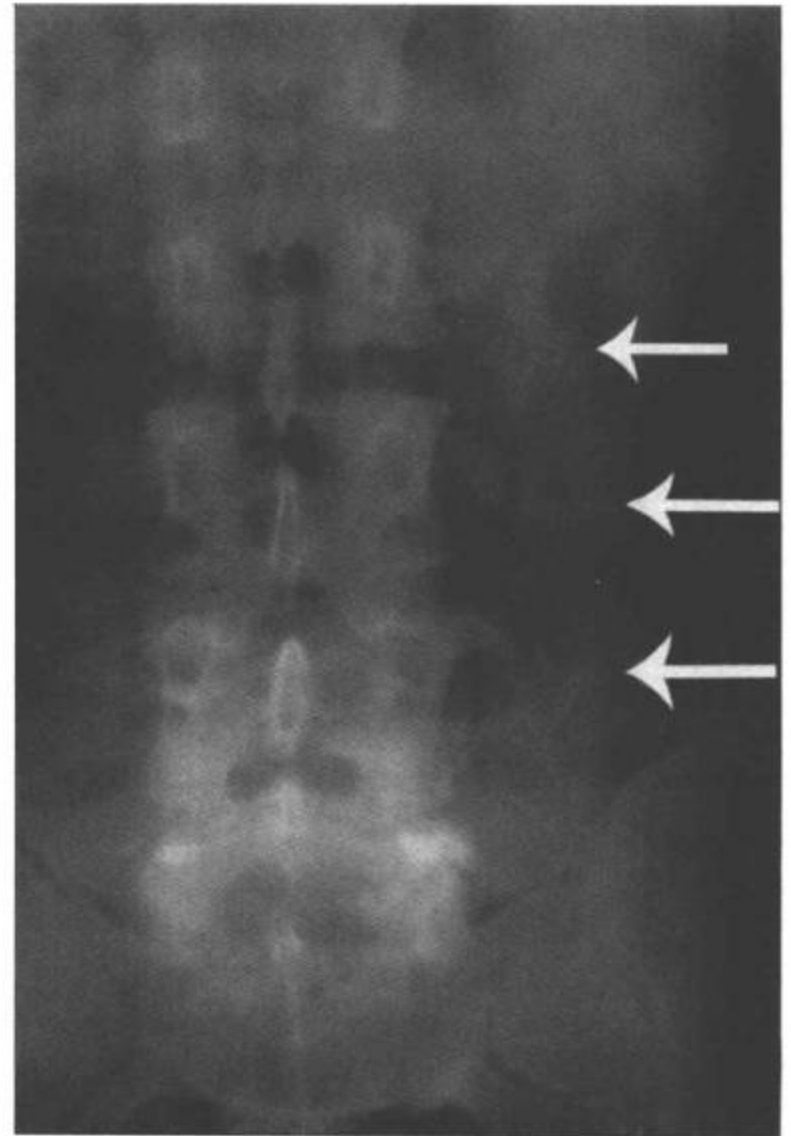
横突骨折。AP平片显示治愈的L2, L3和L4左侧横突骨折(箭)。
